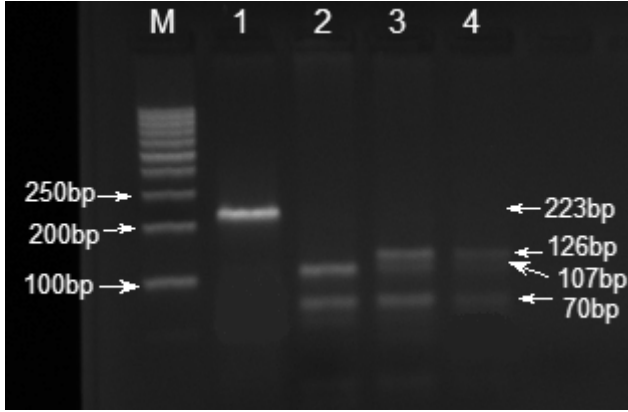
Adiponektin* geni 4522C>T polimorfik noktasının *HinfI* kesim profili. M: Marker (50-1000bp); 1: Kesilmemiş PCR ürünü; 2: TT genotip (homozigot, polimorfik); 3: CC (homozigot, normal); 4: CT (heterozigot, taşıyıcı) (Not: 9 bç agaroz jelinde görüntülenememektedir).
